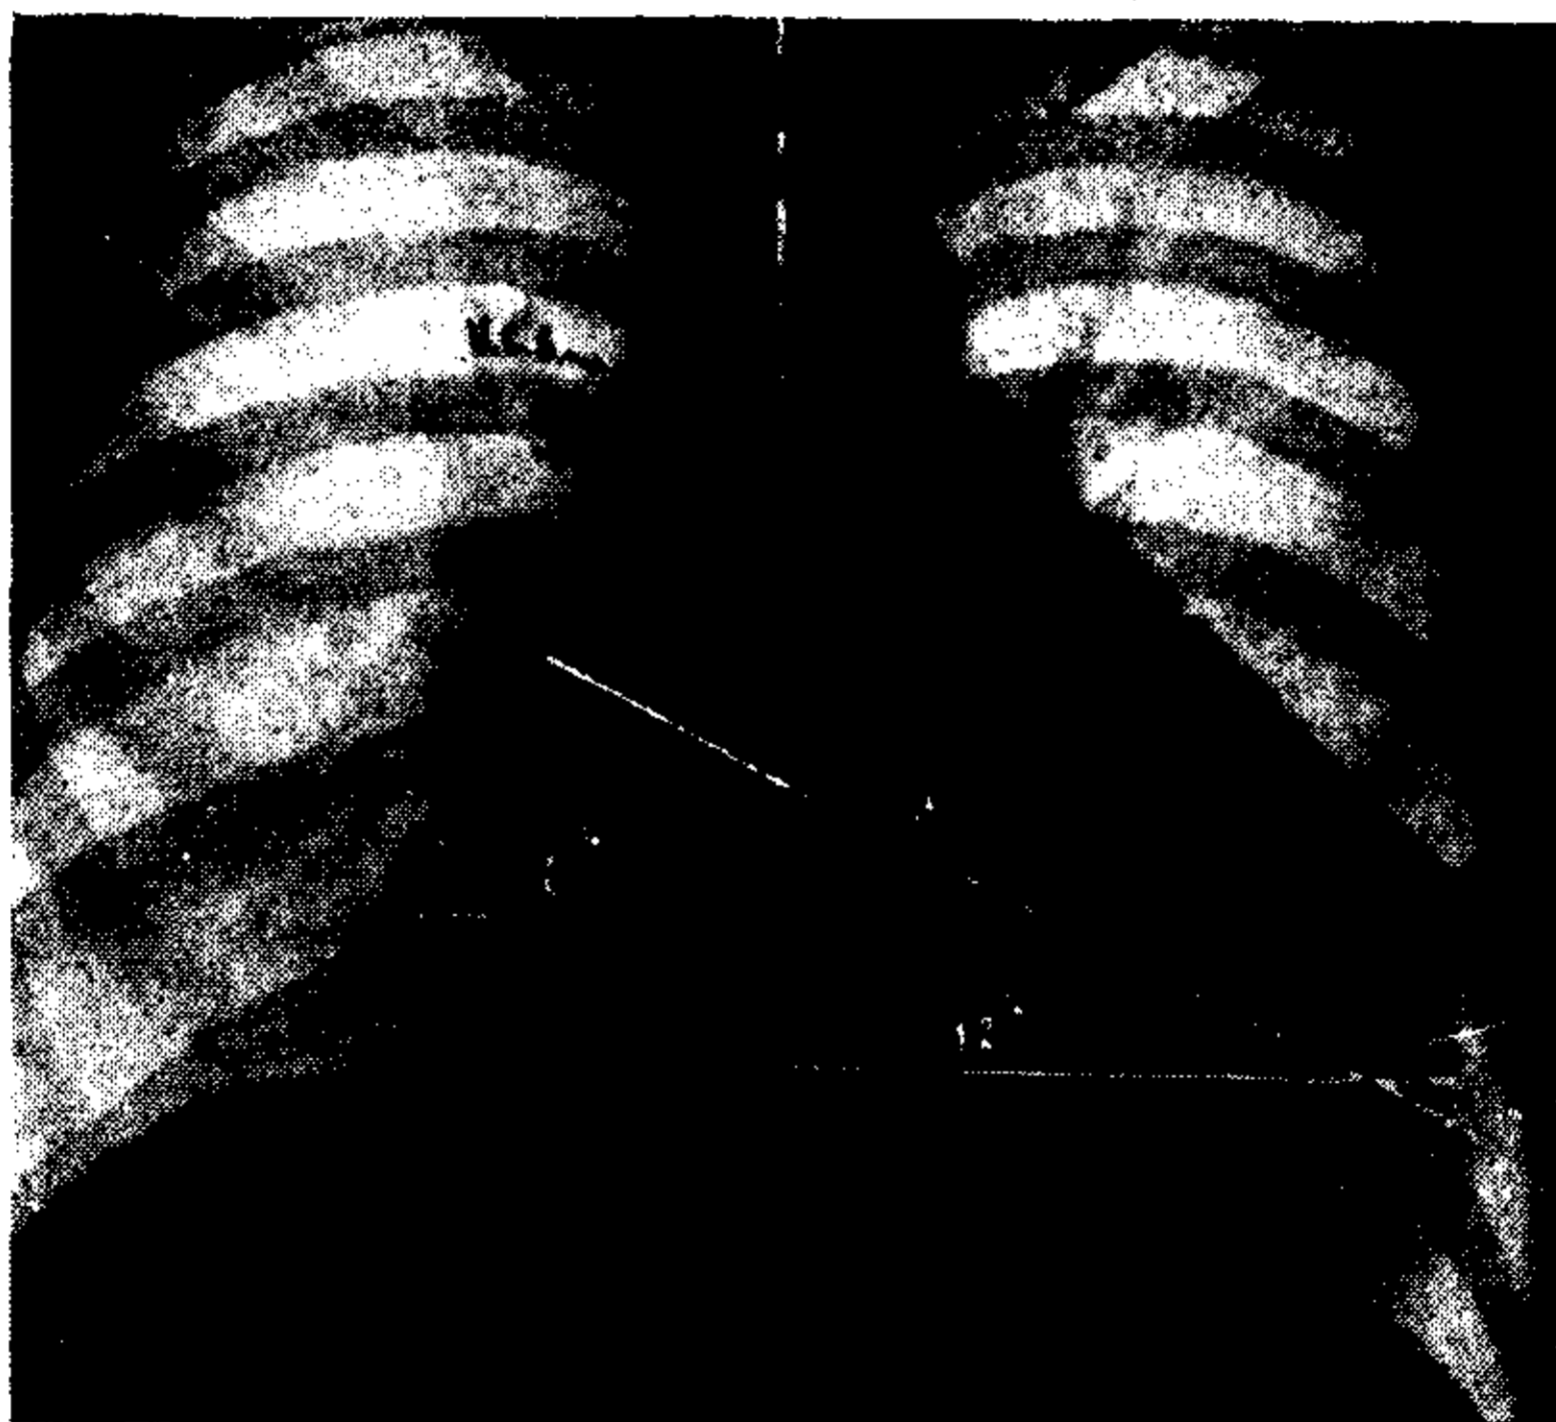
OBS. II.—Teleradiografía. Corazón transversal. Saliencia de la aurícula derecha. Vena cava superior visible. Pulmones claros.
